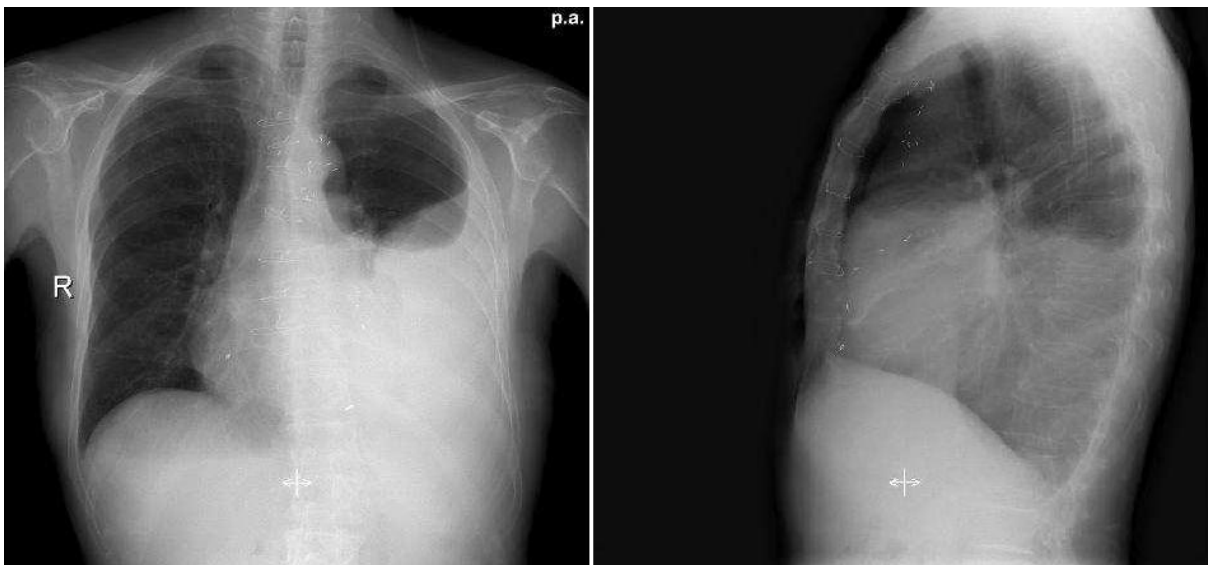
Radiographie d'épanchement pleural gauche ; vue de face et de profil.
